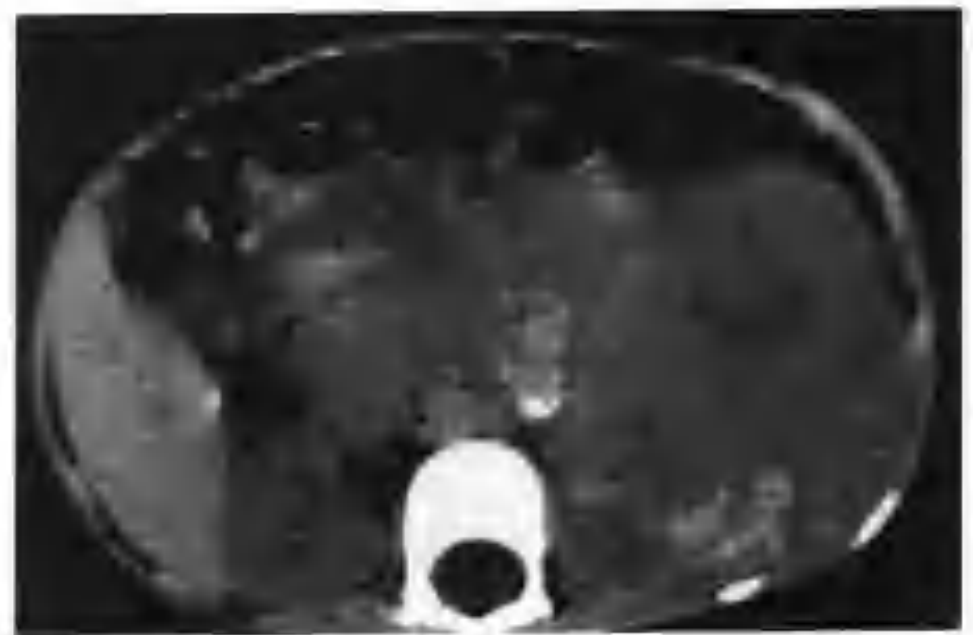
左肾母细胞瘤 (CT 平扫示左肾一巨大肿物, 平扫呈混杂密度, 内见散在斑片状钙化)
